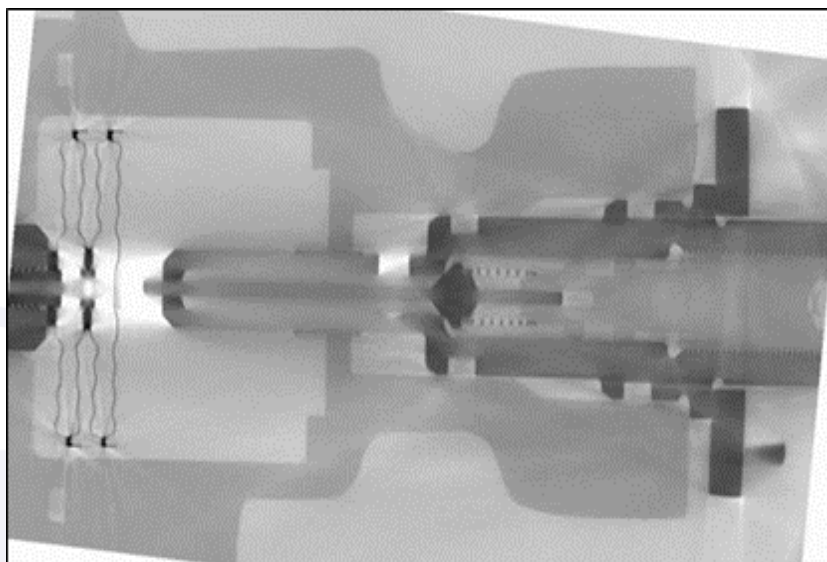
Tomografia computadorizada da agulha da *Positive Relief Valve*.
